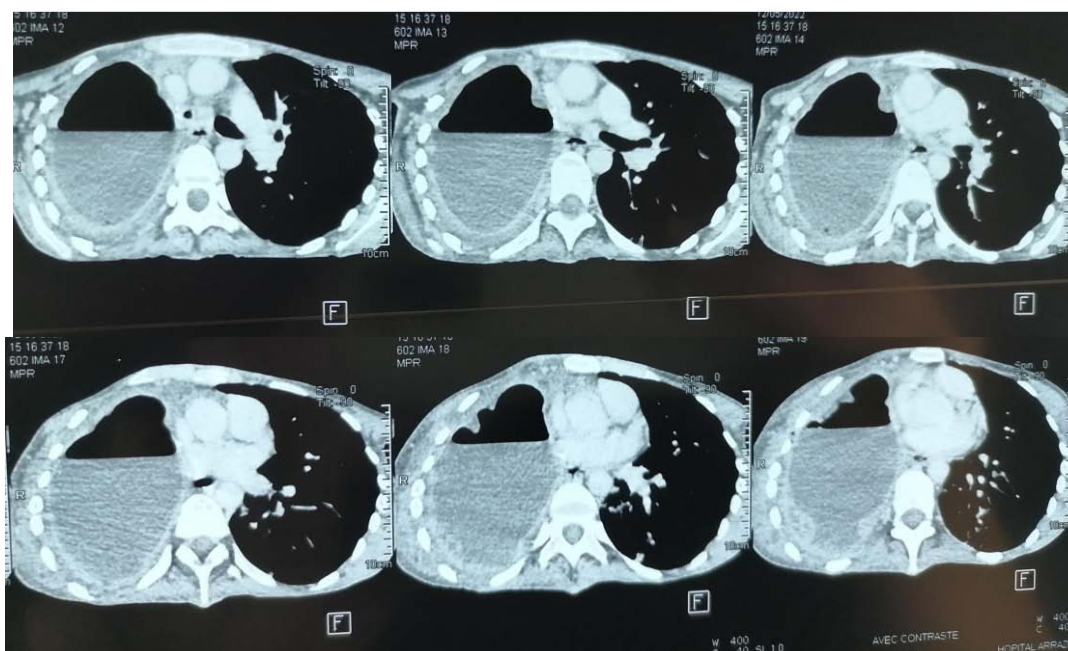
TDM thoracique en coupe axiale montrant une pneumonectomie droite compliquée d'une fistule broncho-pleurale et d'empyème fistulisé a la paroi thoracique droite (Service de chirurgie thoracique CHU Mohamed VI Marrakech)
